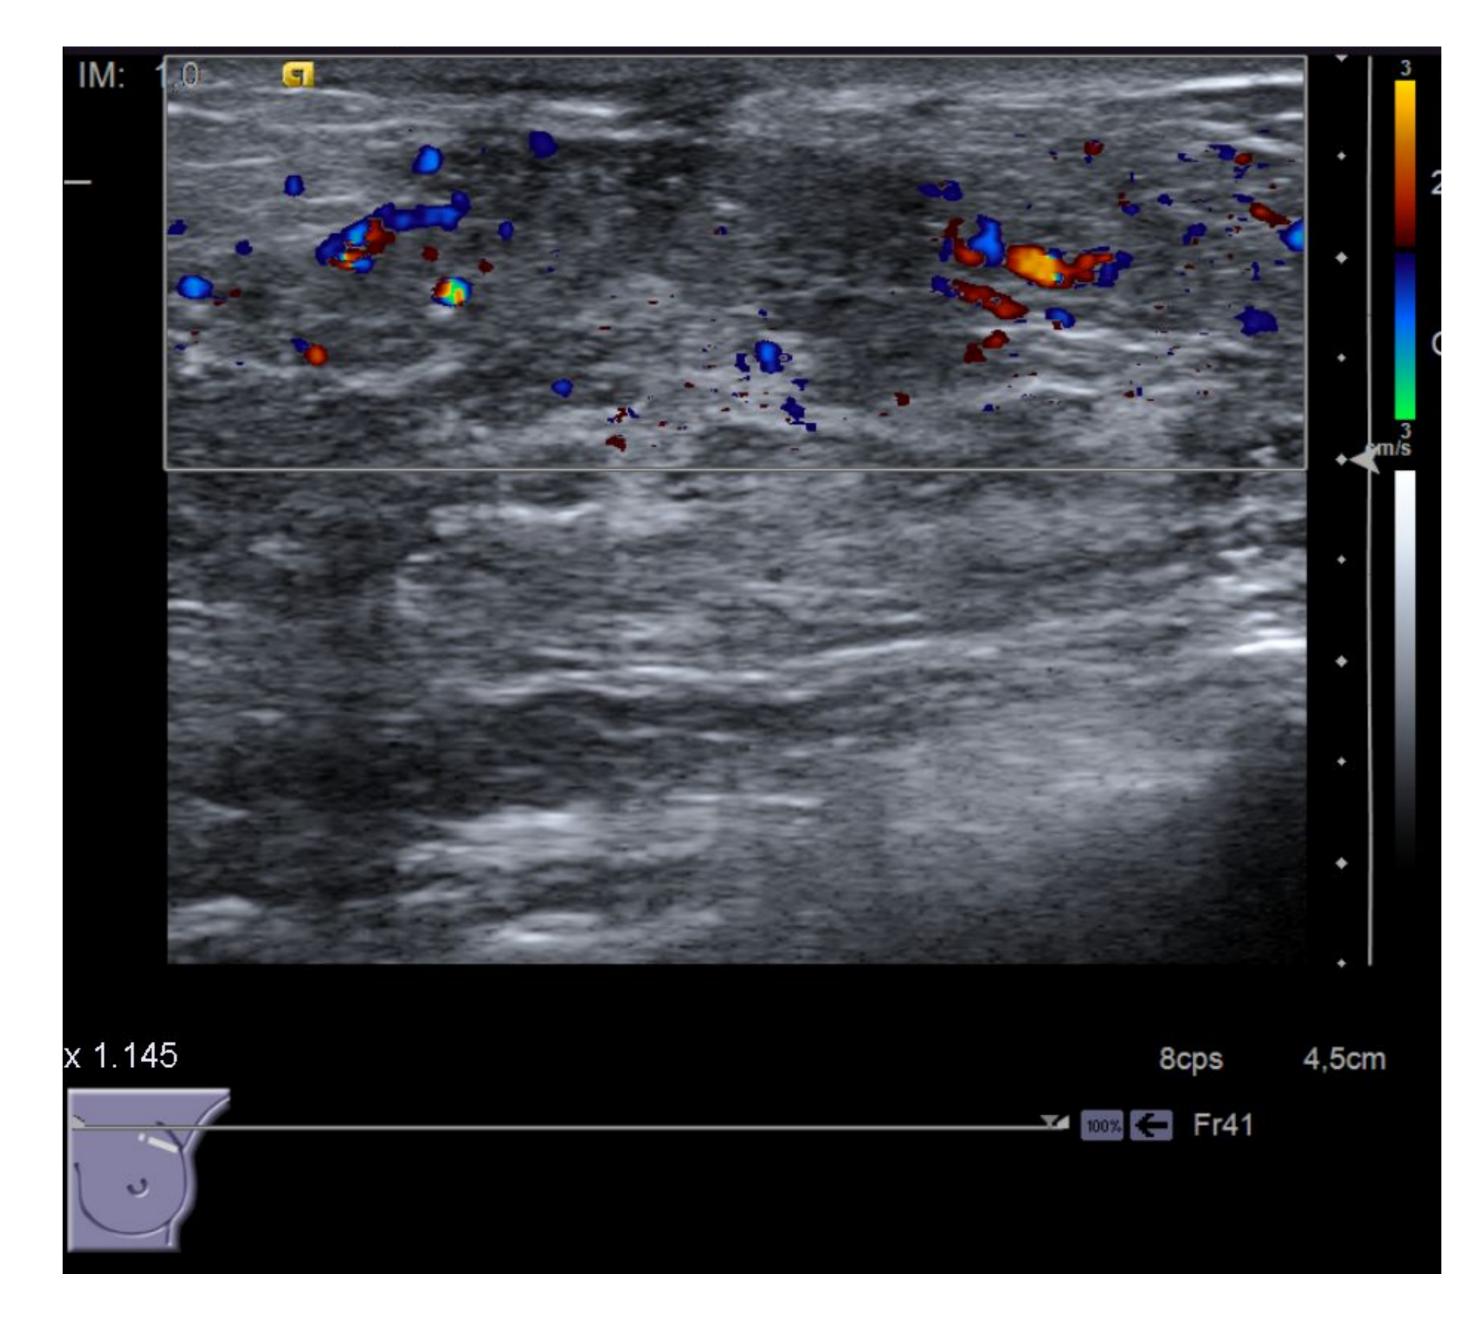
Mastitis; se observa una zona hipoecogénica con edema intersticial y aumento del flujo Doppler. No se observan colecciones organizadas.
